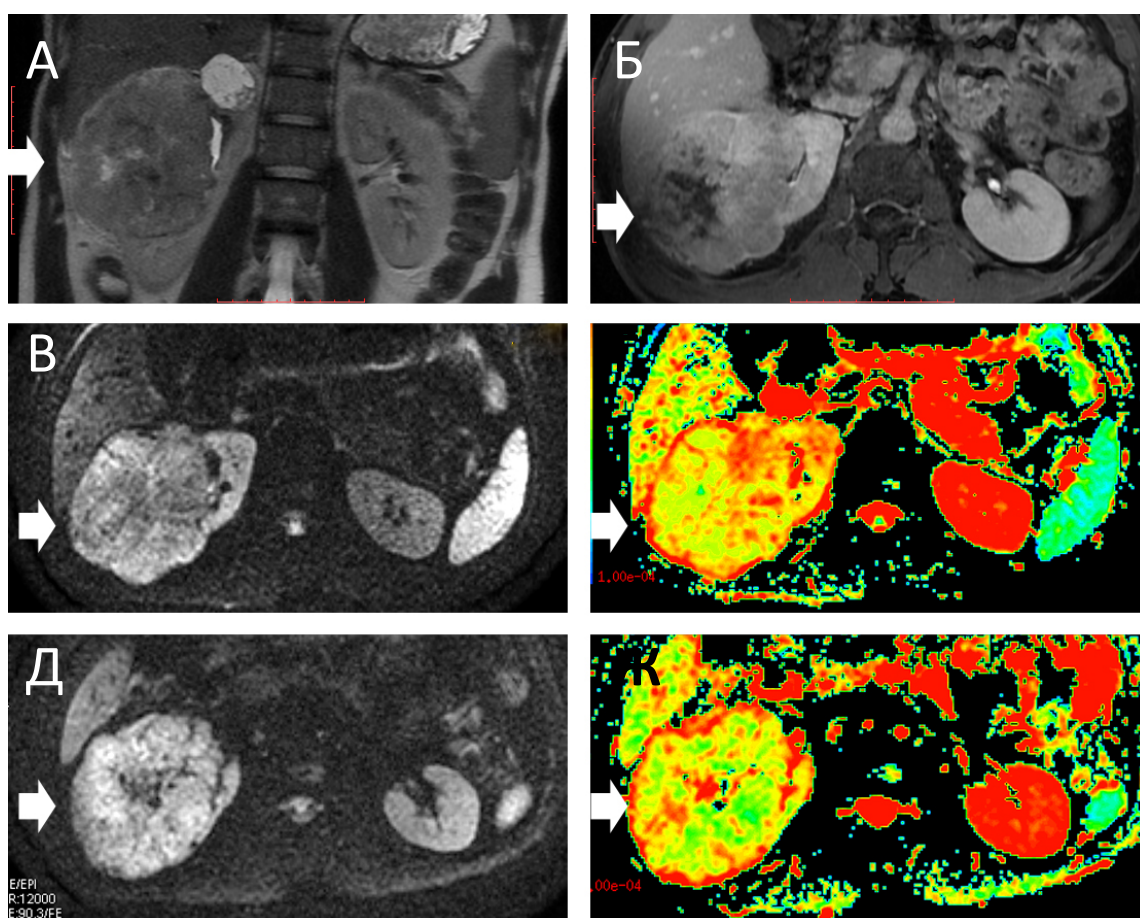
МРТ-дані хворого М., 71 р., світлоклітинний НКР середнього сегмента правої нирки, Т3аN0M0, III ступінь за Fuhrman (стрілки). А: корональне Т2-33 у режимі SSFSE; Б: осьове Т1-33 у режимі LAVA із контрастуванням, екскреторна фаза; В: осьове ДЗЗ за 1 день до лікування пазопанібом; Г: ВКД-карта за 1 день до лікування пазопанібом, ВКД над ділянкою пухлини –  $1,71 \times 10^{-3}$  мм<sup>2</sup>/с; Д: осьове ДЗЗ 1 місяць після початку лікування; Ж: ВКД-карта 1 місяць після початку лікування, ВКД над пухлиною= $1,35 \times 10^{-3}$  мм<sup>2</sup>/с; У хворого констатована стабілізація захворювання протягом 11 місяців.
